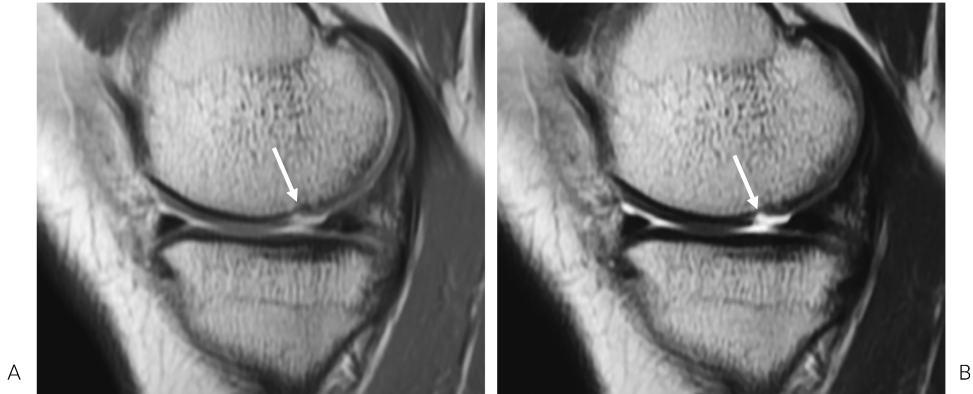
MR images of a patient with left knee pain. FSE intermediate image (A) and FSE T2-weighted image (B) show chondral flap (arrows) involving medial femoral condyle.
